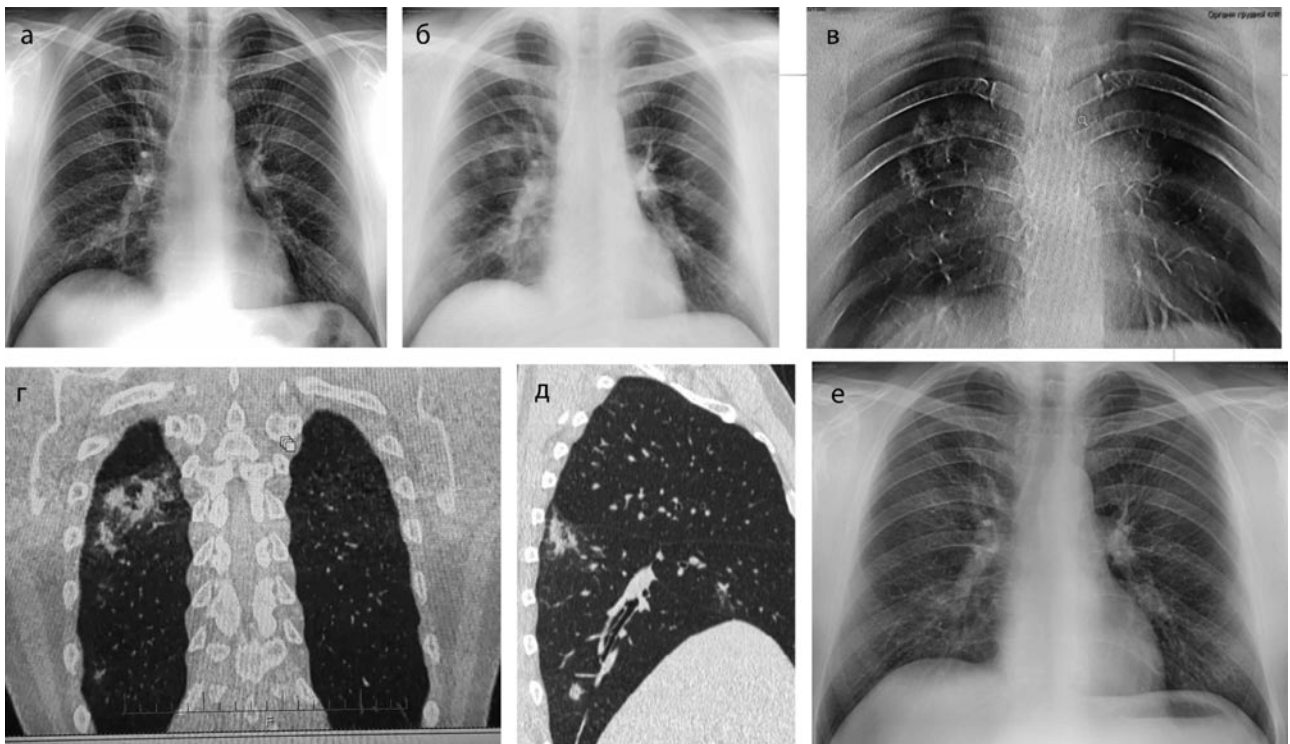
Оглядові рентгенограми ОГК (позитив). Пацієнт О., 55 р. Третій день захворювання (а), клінічно: коронавірусна інфекція, середньотяжкий ступінь тяжкості. Рентгенологічно: Двобічна інтерстиціальна пневмонія. Динаміка через 25 днів, клінічно – повне одужання; рентгенологічно (б): прозорість легеневих полів відновлена.
